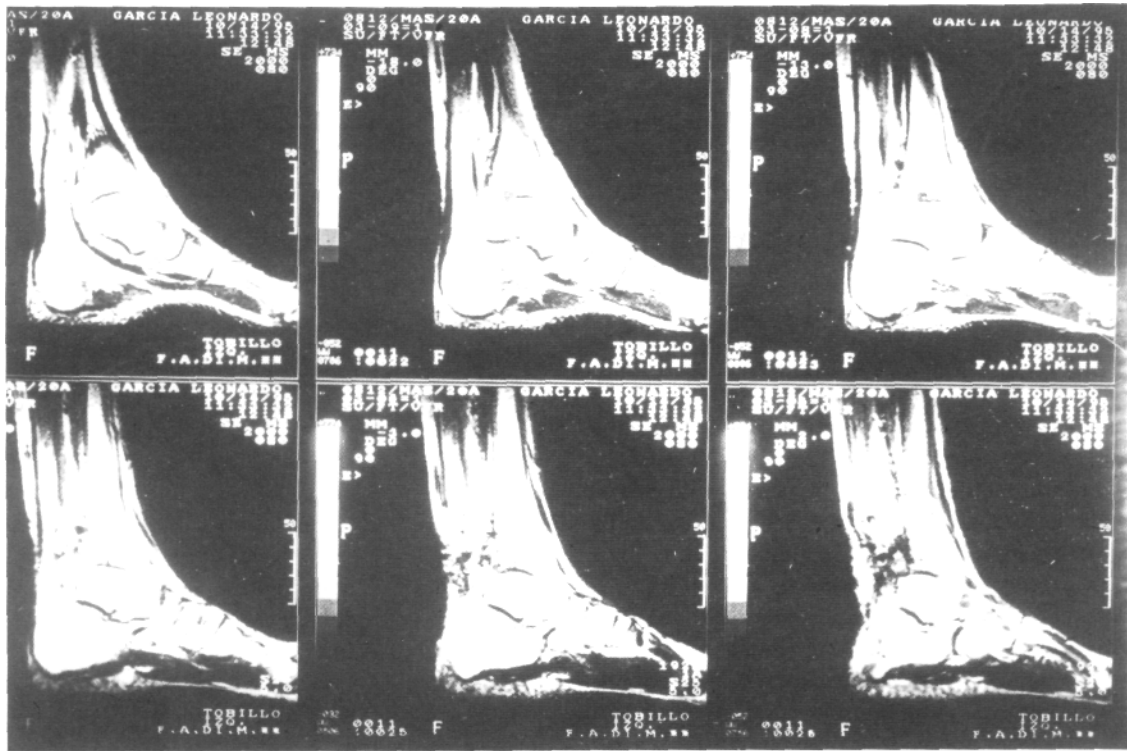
RMN al 14/10/95.
